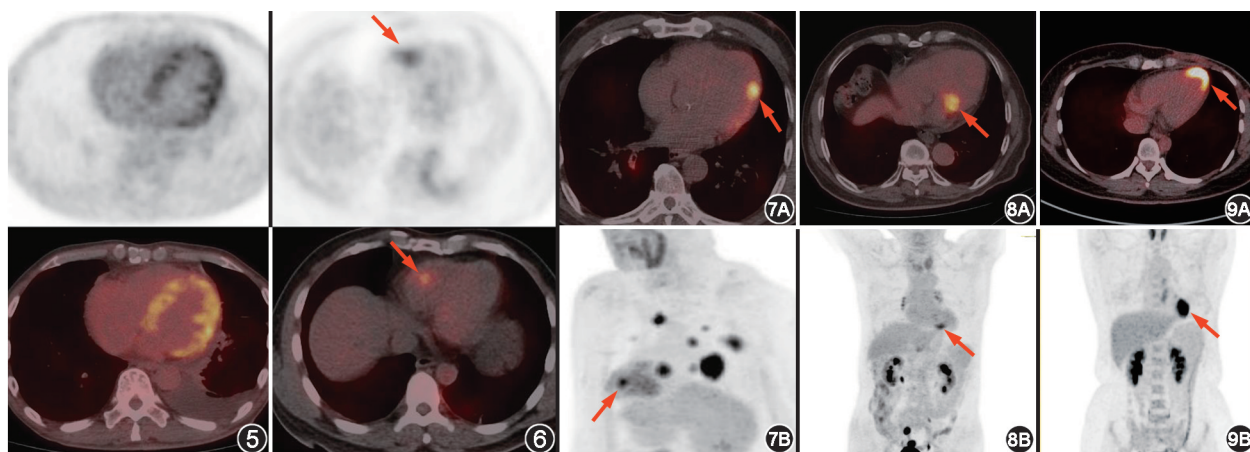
心肌淀粉样变患者(男,62 岁) ^{18}F -FDG PET/CT 显像图(横断位) 可见左心室心肌代谢弥漫增高、左右心腔扩大 图 6 感染性心内膜炎患者(男,40 岁) ^{18}F -FDG PET/CT 显像图(横断位) 可见右心室侧壁近心尖处代谢增高灶(箭头示),超声心动图及心脏 MRI 均提示右心室侧壁心尖部赘生物 图 7 右足底恶性黑色素瘤术后患者(男,63 岁) ^{18}F -FDG PET/CT 显像图(横断位) 融合图(7A)及最大密度投影(MIP)图(7B)显示左心室侧壁局灶性代谢增高灶(箭头示),提示心脏转移瘤,双肺另见多发转移瘤;心脏 MRI 证实左心室侧壁转移灶 图 8 胃癌术后、右冠状动脉支架植入后心肌缺血患者(男,72 岁) ^{18}F -FDG PET/CT 显像图(横断位) 融合图(8A)及 MIP 图(8B)显示左心室下壁心肌局部代谢增高(箭头示) 图 9 左乳癌术后、放疗后心肌损伤患者(女,32 岁) ^{18}F -FDG PET/CT 显像图(横断位) 融合图(9A)及 MIP 图(9B)显示放疗野内左心室心尖部心肌局灶性代谢增高(箭头示)
